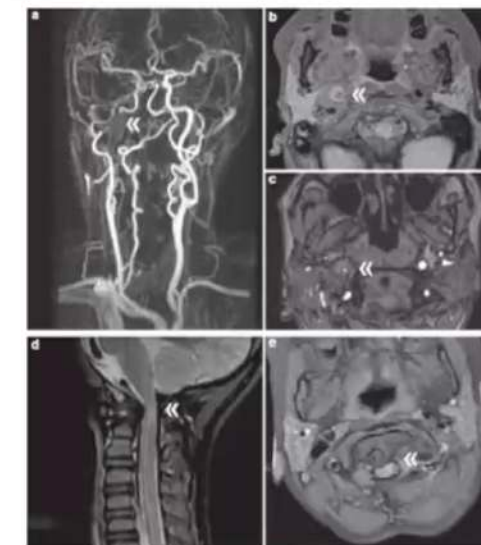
Radiological findings. At the age of 50 years, P2 from Baumann et al⁴ developed a dissection of the internal carotid artery. The perforation was located just above the right carotid artery bifurcation with formation of a pseudoaneurysm extending to the base of the skull. (a) Contrast-enhanced magnetic resonance angiography shows interruption of the right internal carotid artery (double arrowhead) and elongation and increased tortuosity of the extracranial vessels. Axial sections with (b) fat saturated T1 sequences and (c) time-of-flight angiography show the residual lumen of the right internal carotid artery (double arrowhead). Spinal magnetic resonance image at age 4 years in P6 from Baumann et al⁴ shows an anteroposterior subluxation with dens dislocation and myelocompression. (d) In sagittal T2-weighted imaging, compression of the spinal canal and increased signal intensity of the myelin at the cervicomedullary junction is sign of myelopathy (double arrowhead). (e) Axial T1-weighted imaging shows dislocation of the dens with myelocompression (double arrowhead) and pernus proliferation around the dens.
